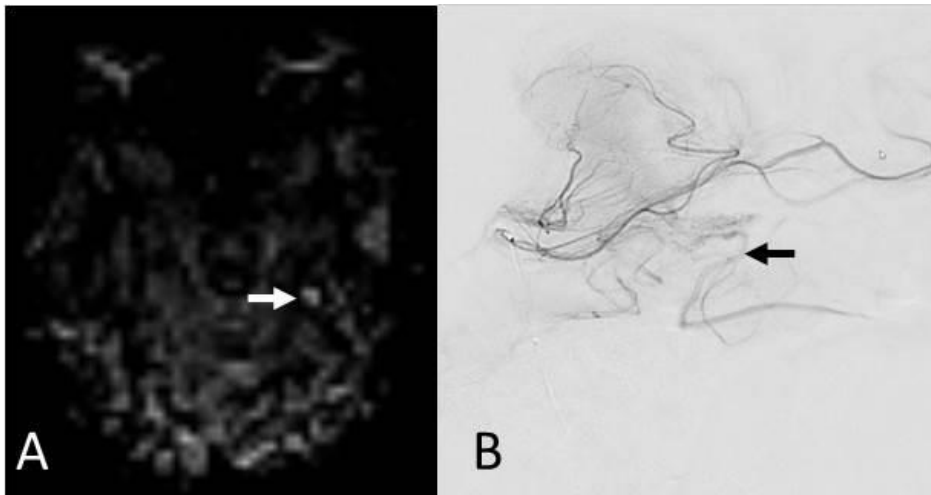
(patient 9): Follow-up MRI 6 years after radiosurgery for an unruptured left posterior temporal AVM. A. ASL showed a faint hyperintense signal (arrow) not interpreted as a residual AVM by the 3 readers who were blinded from AVM location. B. DSA with sagittal intracranial view from supra selective left temporal artery angiogram shows an early contrast filling of the superficial draining vein (arrow).
